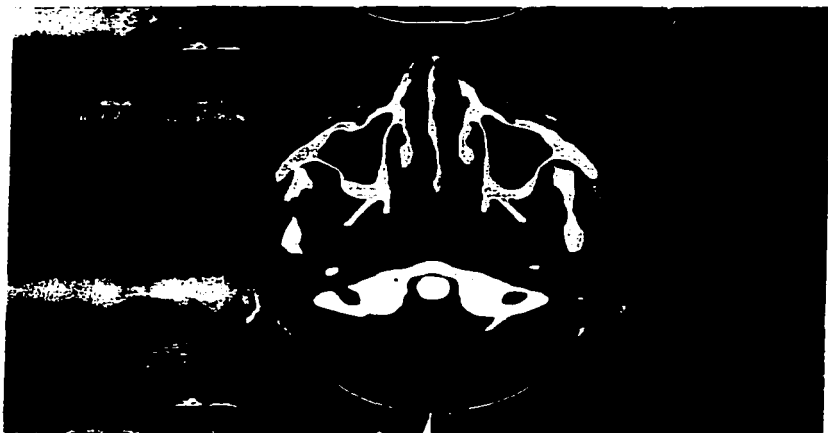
TAC de parótidas de control del Caso 3 a los 14 años de edad dentro de límites normales
